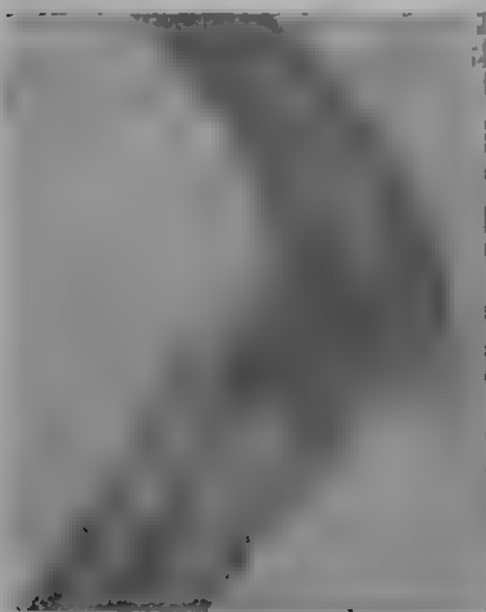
Рентгенограмма рис. 369.
